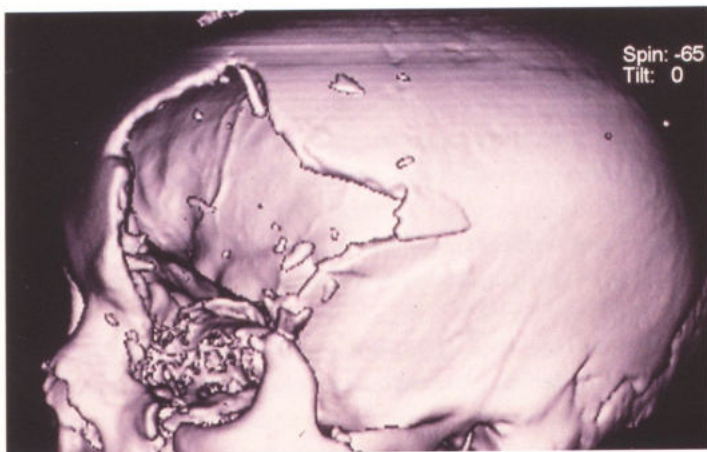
3D-CT-reconstructie van een hoog energetisch aangezichtstrauma met communitieve fracturen van de mandibula en het zygomatico-maxillaire complex.
